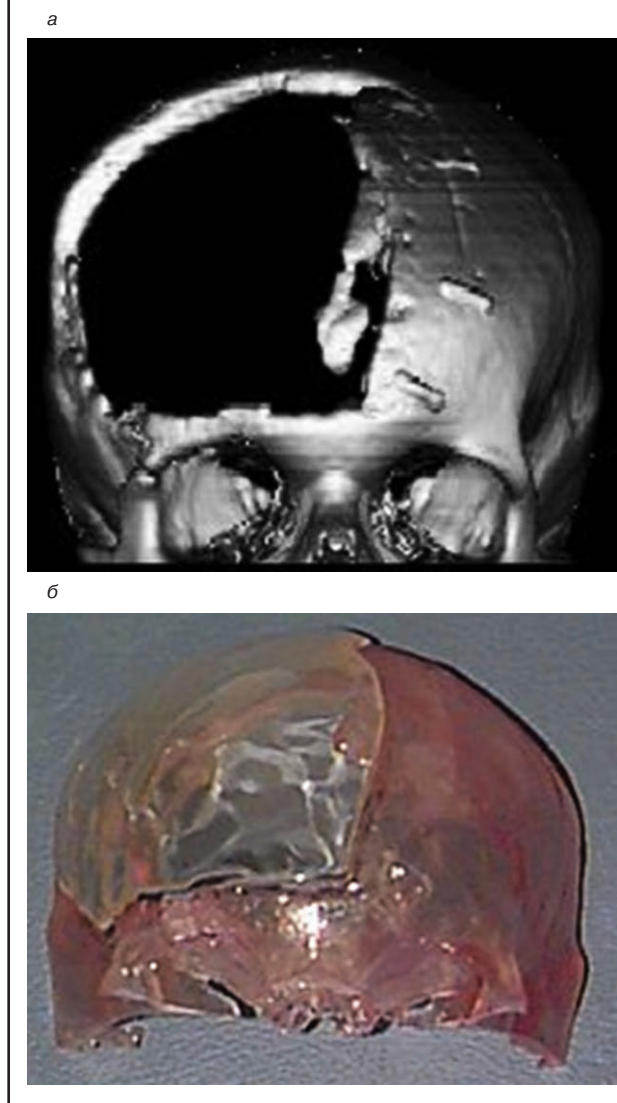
Этапы изготовления имплантов на основании пластиковой модели черепа пациента: а – 3D-КТ костей черепа, определяется обширный дефект в правой лобной области; б – по пластиковой модели черепа изготовлен имплант, точно воспроизводящий нормальное строение данной области.
